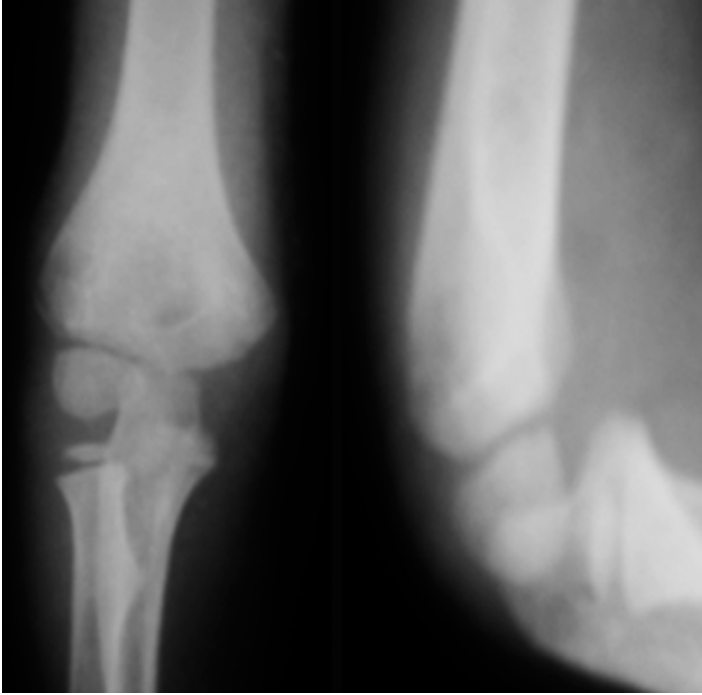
Dirsek grafisi normal görünen bir hastanın, MR ile kırığının confirmasyonu.
